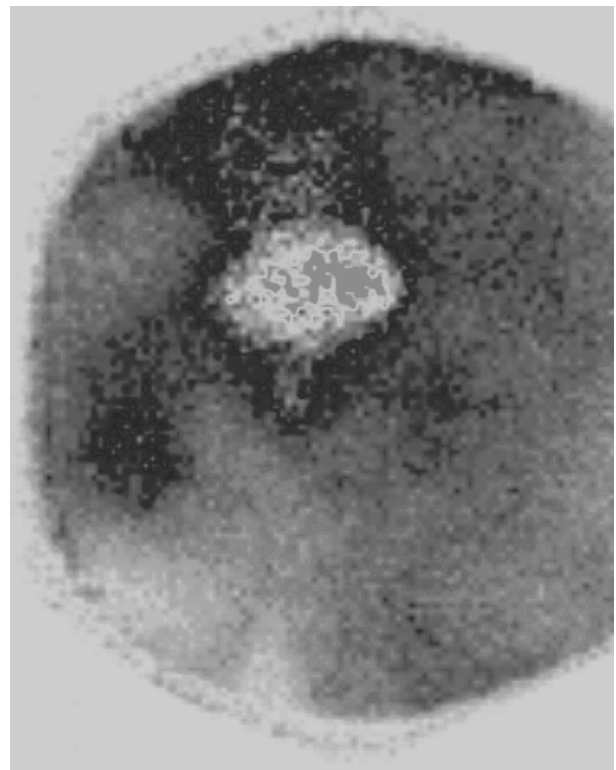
Флебосцинтиграма: прохідний здухвинно-кавальний сегмент
